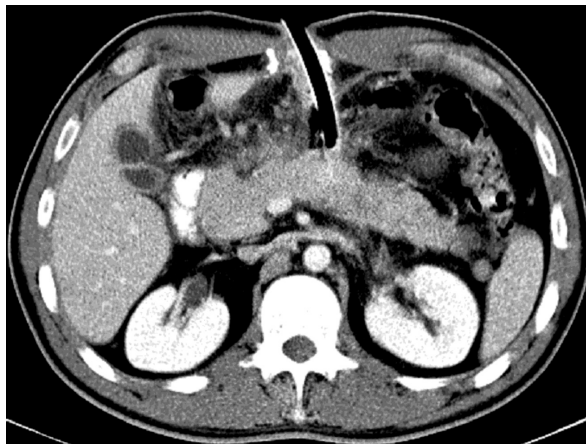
МСКТ в послеоперационном периоде у пациента с деструктивным панкреатитом. Артериальная фаза контрастирования, аксиальные сканы.
